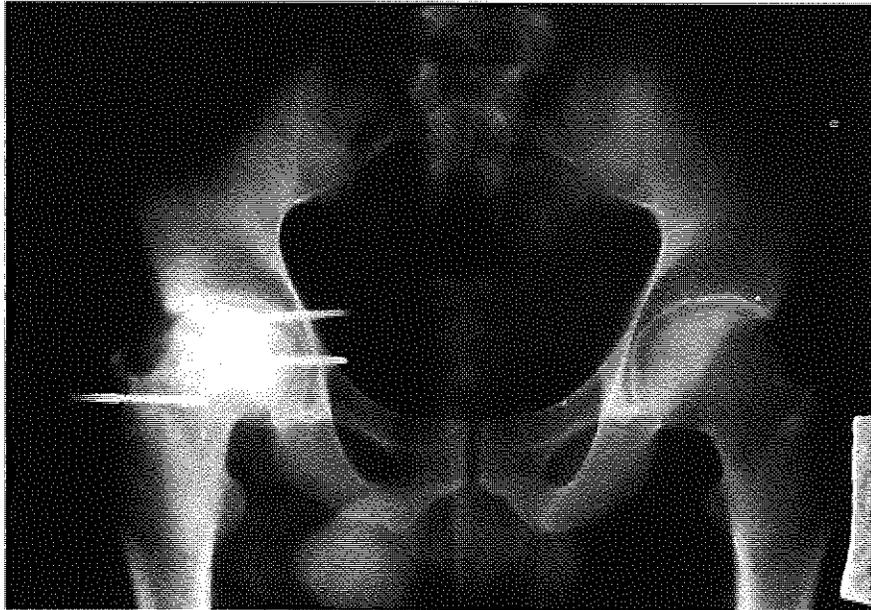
Caso IV, D.E.. Aspetto radiografico a distanza di 9 anni dall'intervento. Risultato radiografico: cattivo. Risultato funzionale: buono.
